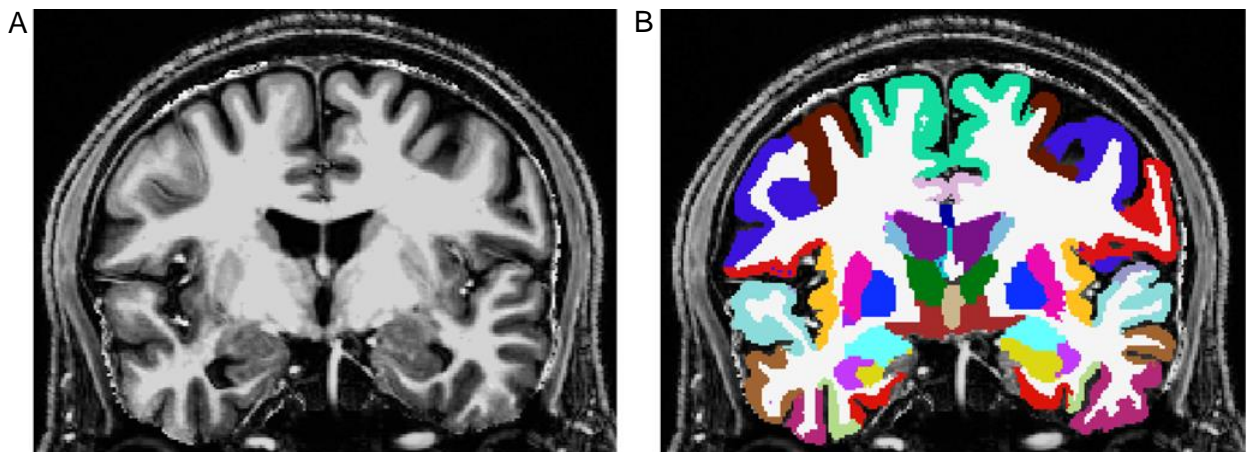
Magnetresonanztomographie Bild mit kortikal und subkortikal segmentiertem Großhirn
